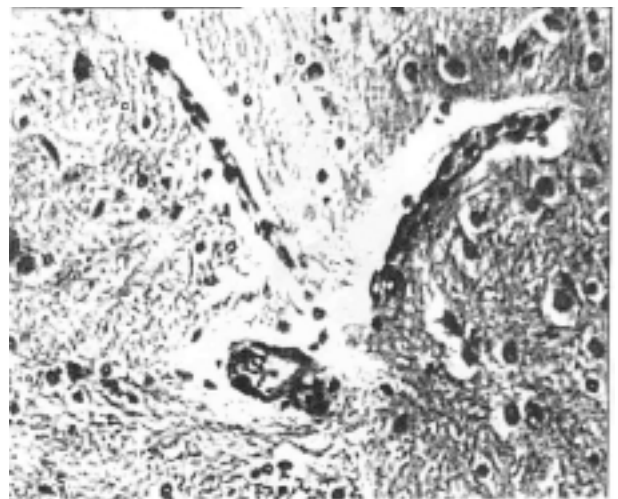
Головной мозг SHR после курса инфузий ПГФ-2α. Спазм и деструктивные изменения внутримозговой артерии. Периваскулярный отек и очаговый энцефалолизис в подкорковых ядрах мозга.
